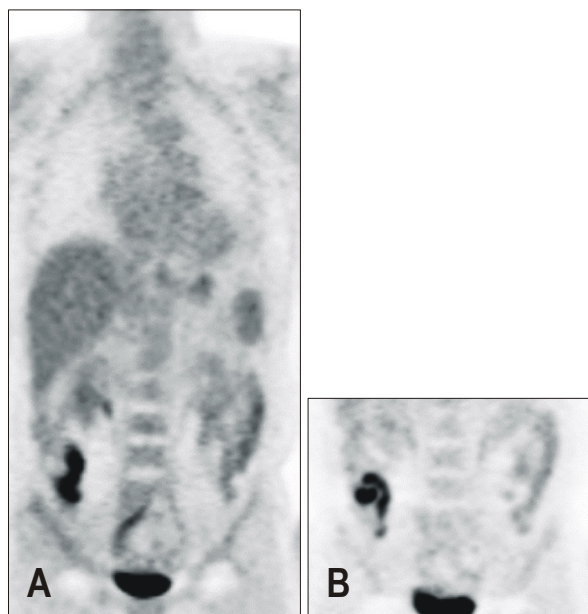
Excretory FDG activity into the bowel lumen. (A) A coronal view of initial whole body imaging shows tubular increased FDG activity in right, lower abdomen. (B) A spot view after 30 minutes demonstrates changes in shape and location of the FDG activity which confirms excretory FDG activity in the bowel rather than the pathology.
